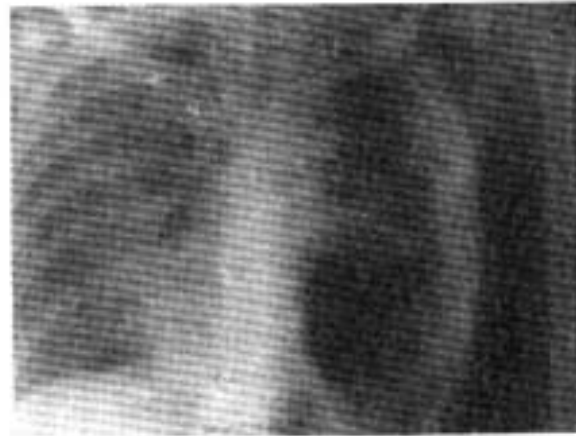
Aynı olgunun EF'den 1.5 ay sonraki grafisi
